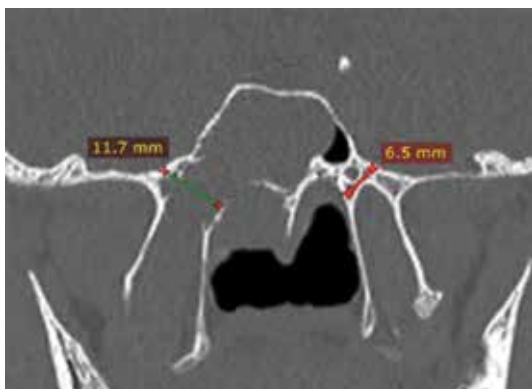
МСКТ, коронарная проекция: симптомы Ram-Naran и chopstick: расширение области соединения медиальной и латеральной пластинок крыловидного отростка. Приведено по [12]
